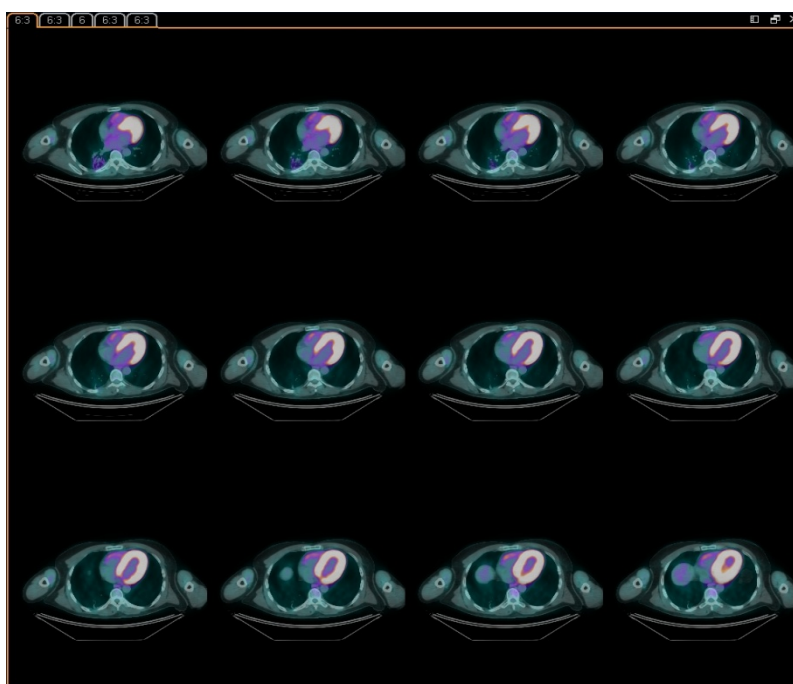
Captação do ^{18}F -FDG pelo músculo cardíaco em PET-CT oncológico, cortes transaxiais, SUV_{max} cardíaco = 17,6 - caso 8
